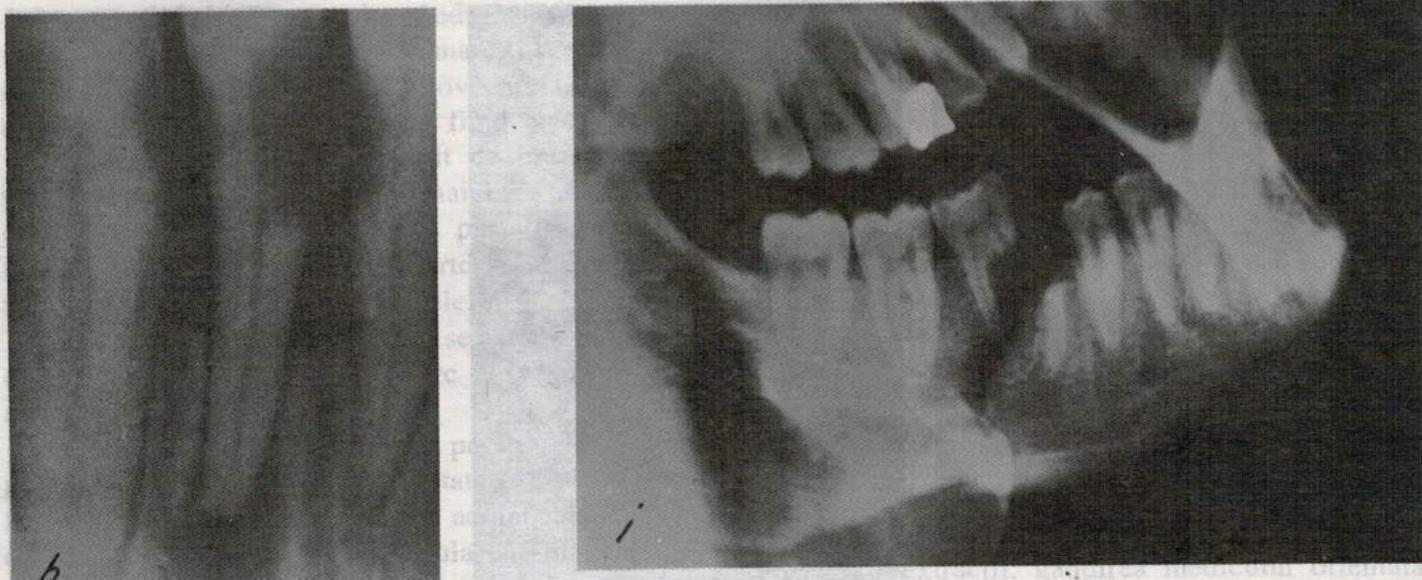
Aspecte radiografice în diferite situații în care este indicată extracția dinților permanenți.
